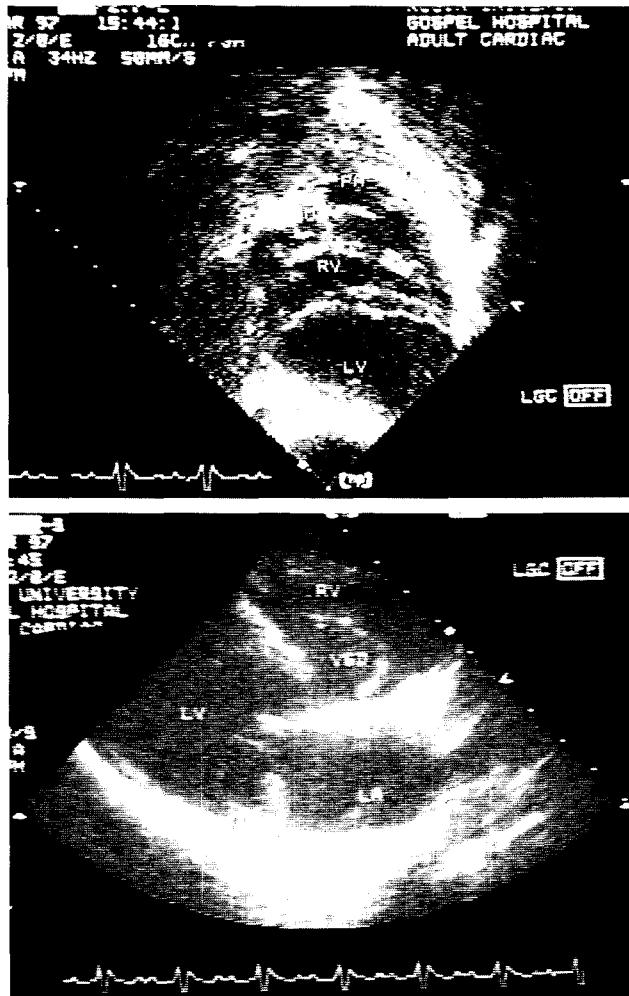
Preoperative echocardiogram shows both pulmonary artery and aorta arising from morphological right ventricle side by side, and ventricular septal defect is seen between two the ventricles.
